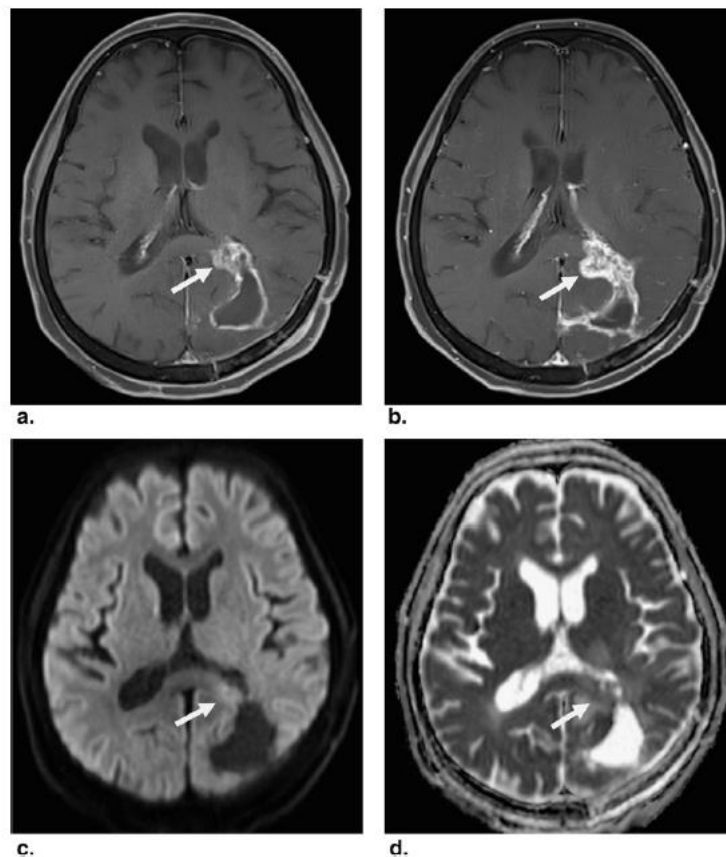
Caso de progressão tumoral após o tratamento padrão do GBM no lobo parieto-occipital esquerdo. a) Imagem ponderada em T1 com contraste obtida 21 dias após conclusão da QRT concomitante com nova lesão com realce de contraste (seta); b) Imagem ponderada em T1 com contraste obtida 134 dias após a conclusão da QRT concomitante com aumento da extensão do realce de contraste na lesão (seta); c) DWI obtida 21 dias após conclusão da QRT concomitante com lesão com hiperintensidade (seta); d) Mapa ADC obtida 21 dias após conclusão da QRT concomitante. Adaptado de (41).
